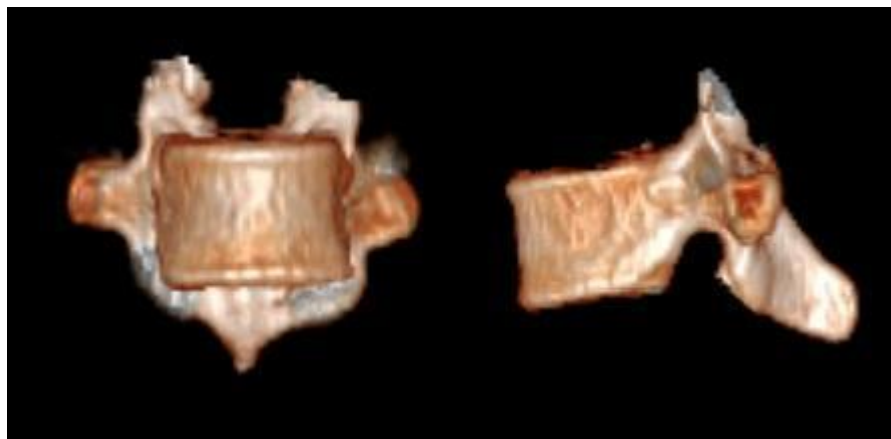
Reconstruções tridimensionais de uma vértebra torácica a partir de imagens obtidas através de tomografia computadorizada, as vértebras são exemplos de ossos irregulares.
